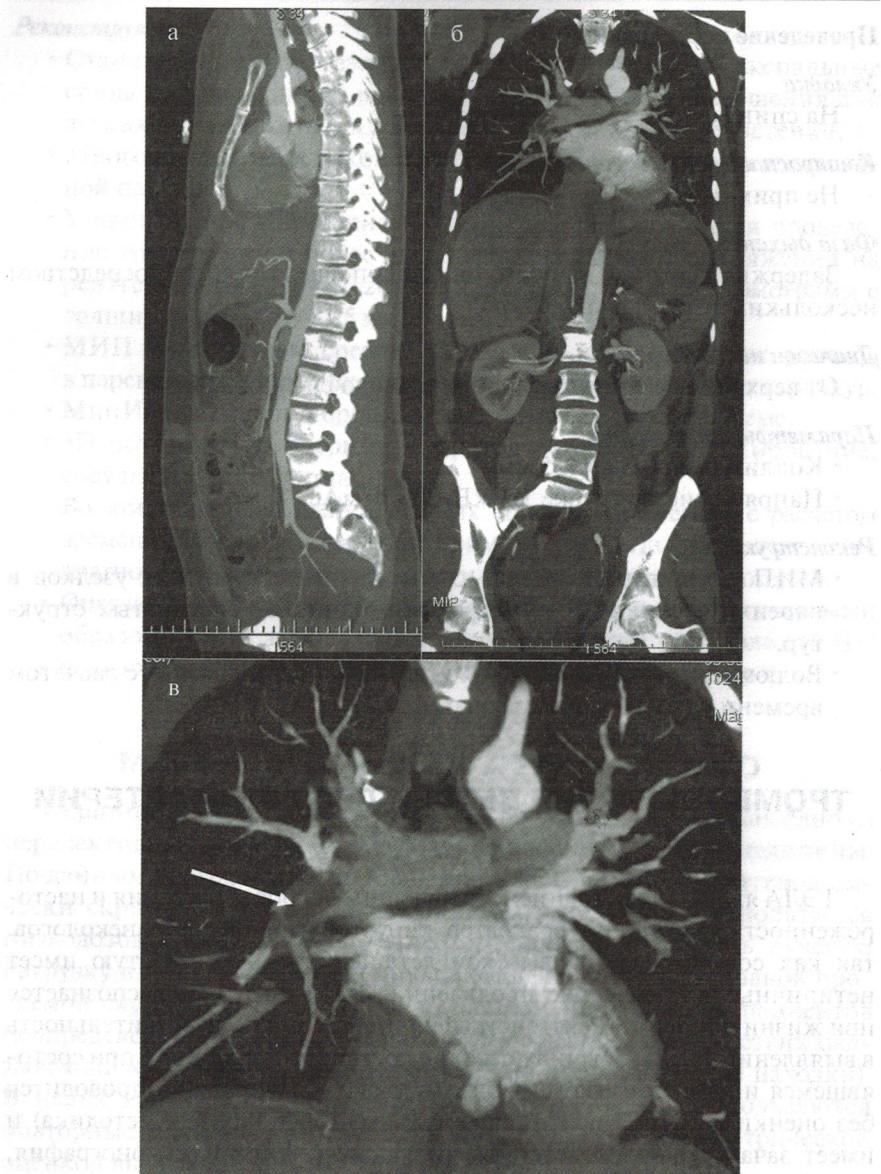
МСКТ всего тела с внутривенным контрастированием с реконструкцией в сагиттальной (а) и фронтальной (б) плоскостях. Определяются тромботические массы в ветвях правой легочной артерии (стрелка)
